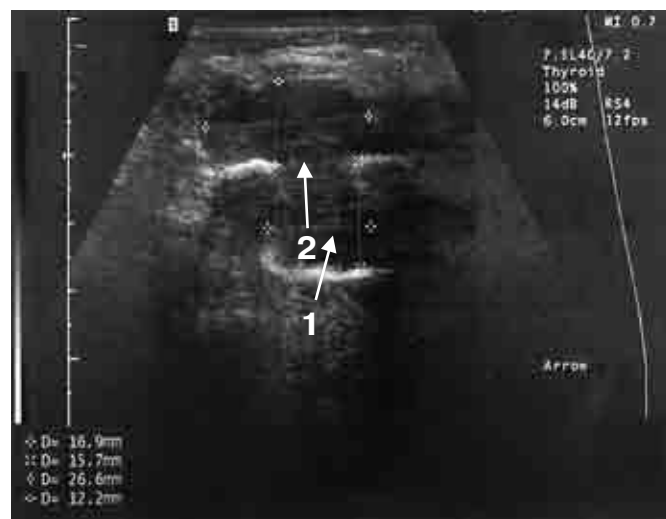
Ультразвуковая томограмма: мезотелиома плевры справа с прорастанием одного из узлов в мягкие ткани грудной стенки (В-режим).
